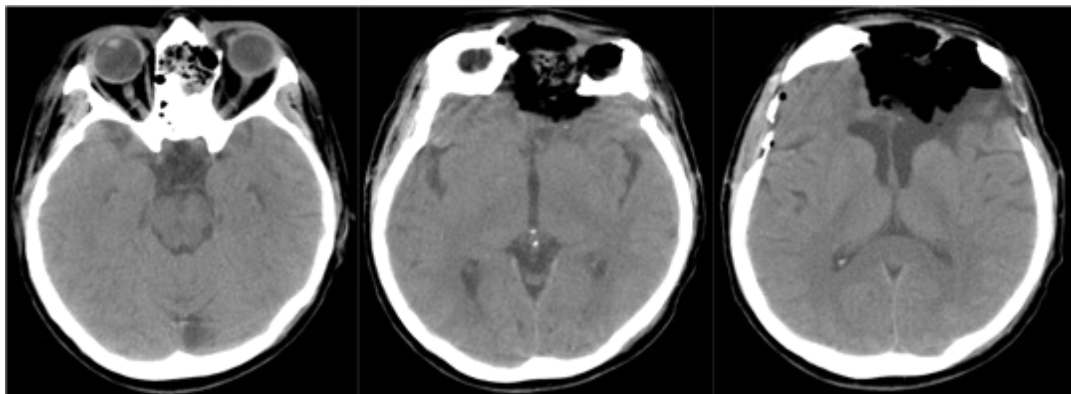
Наблюдение №2. СКТ на третьи сутки после удаления опухоли. Видна репозиция глазного яблока, пластический материал в области дефекта основания черепа и пневмоцефалия
